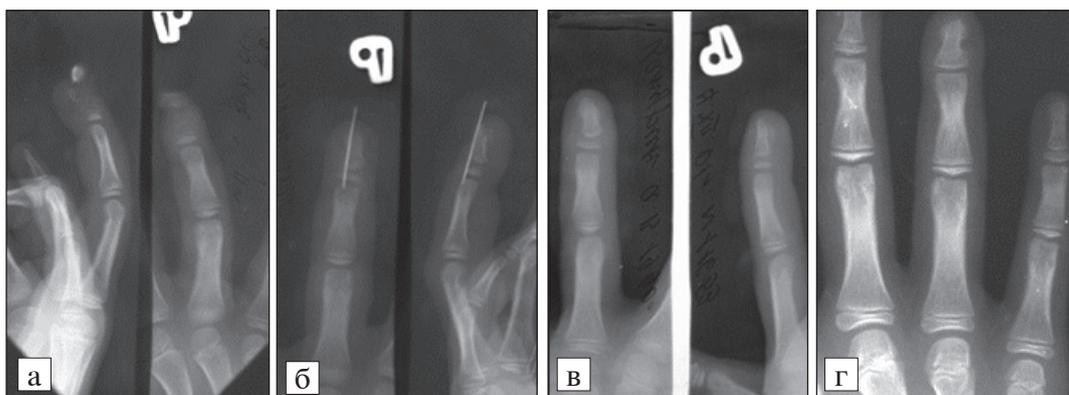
Рентгенограммы правой кисти больного Ц., 11 лет, с открытым оскольчатом переломом ногтевой фаланги IV пальца правой кисти с выходом в рану дистального костного фрагмента и разворотом его на 90°. Первичная хирургическая обработка раны, репозиция и внутрикостная фиксация перелома тонкой спицей и гипсовой лонгетой. а — при поступлении; б — после остеосинтеза; в — через 21 день после остеосинтеза; г — через 2 года после лечения; д — функция кисти через 2 года после лечения (фото).
